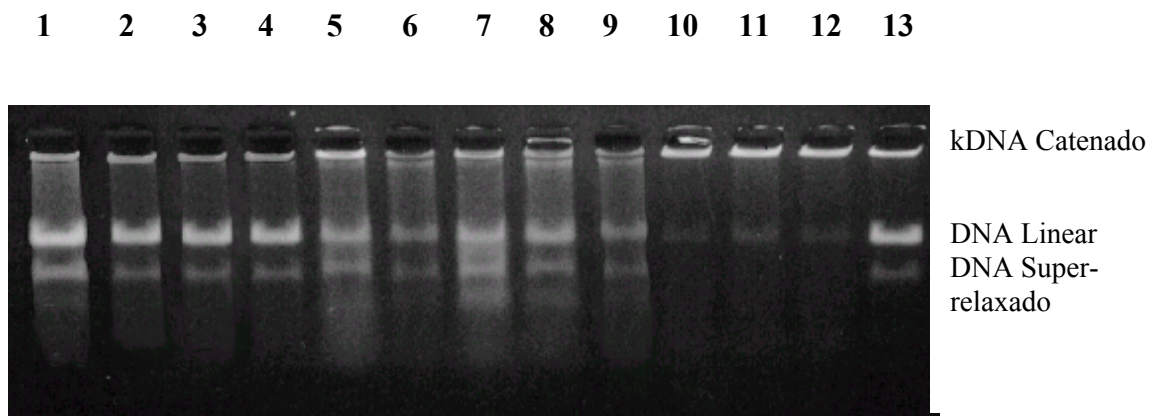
Atividade da topoisomerase II em extratos nucleares das linhagens celulares de carcinoma renal humano RXF-393 (linhas 1-4), A-498 (linhas 5-8) e TK-10 (linhas 9-12). As linhas 1, 5 e 9 correspondem às células do controle não tratado; as linhas 2, 6 e 10 ao tratamento contínuo; as linhas 3, 7 e 11 ao tratamento fracionado e as linhas 4, 8 e 12 ao tratamento curto com valores de IC_{50} de teniposide nas linhagens de carcinoma renal humano RXF-393, A-498 e TK-10, respectivamente. A linha 13 corresponde aos marcadores para DNA linear e superrelaxado.
